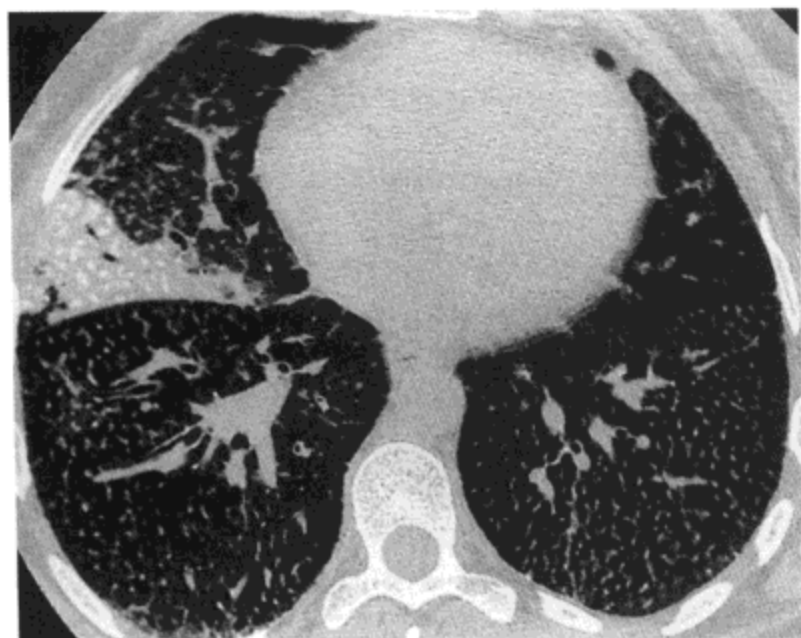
肺泡微石症。高分辨率 CT 影像 (1mm 层厚) 示无数界限清楚的小结节。在右肺中叶局限性肺实变 (与机遇性细菌性肺炎有关) 区内可很好观察到结节的钙化性质。病人为一 38 岁的女性 (感谢西班牙 Leon, Leon 医院放射科 Inmaculada Herr á ez 医生提供病例。)
